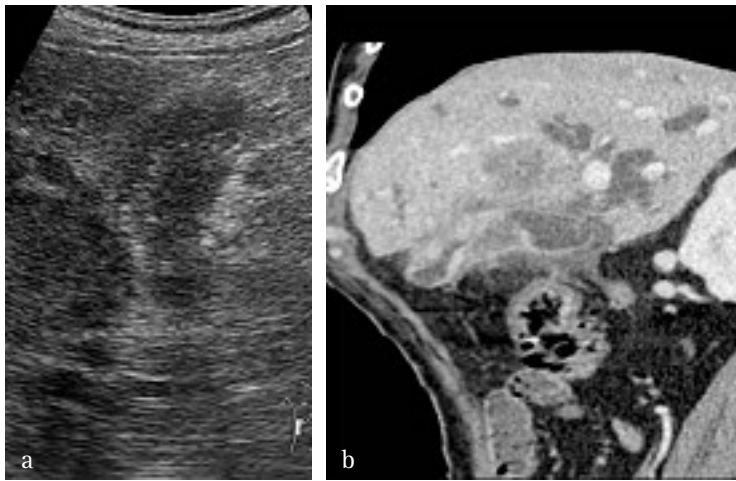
Cancer vésiculaire : aspect en échographie et en TDM. a) La coupe échographique axiale oblique montre une vésicule aux contours mal définis difficile à séparer du foie adjacent. b) La reformation TDM sagittale montre une masse infiltrante d'origine vésiculaire envahissant le foie
